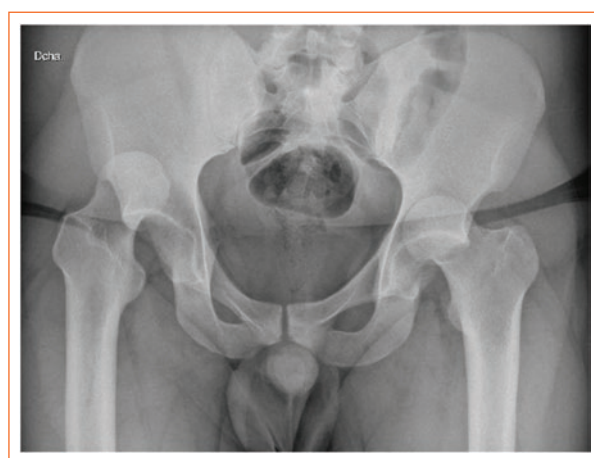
Anteroposterior (AP) pelvic X-ray. Posterior dislocation of both hip joints is observed.
